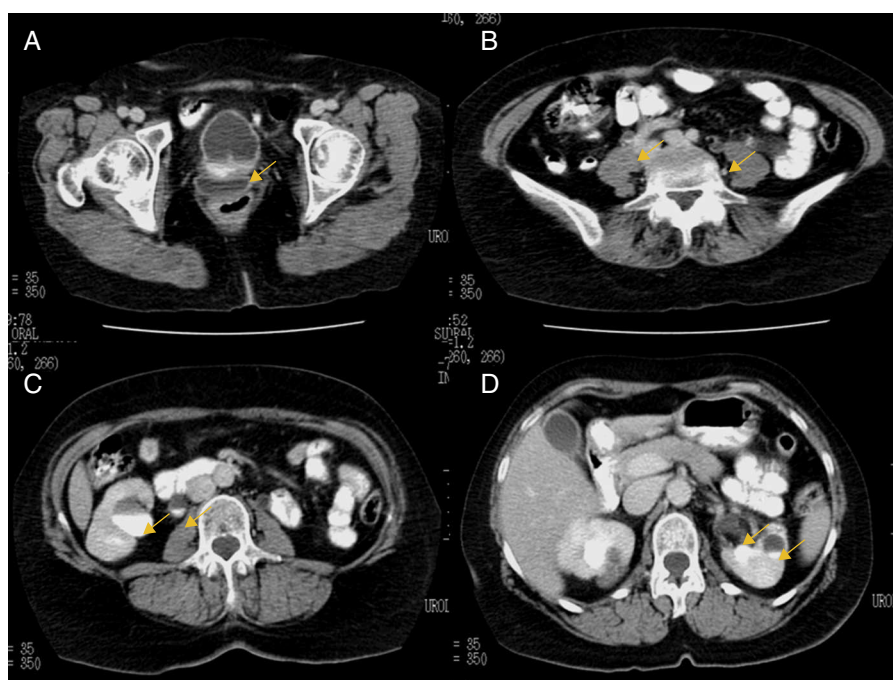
TAC abdominopélvica en la que se aprecia la presencia de una lesión en la vejiga (A) compatible con neoplasia, ureterohidronefrosis bilateral (B) y defectos de repleción ureteropielícos bilaterales compatibles con lesiones ocupantes de espacio posiblemente neoplásicas (C y D).
